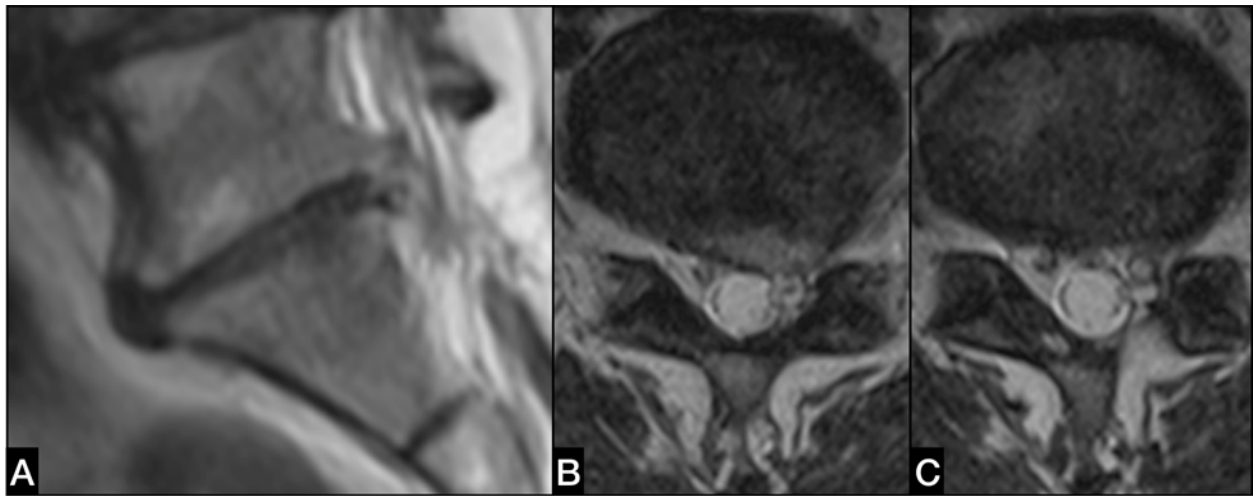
МРТ пациентки через 3 года после первичной дискэктомии в сагиттальной (А) и аксиальной проекции на уровне L₄-S₁ (В). Повторное МРТ в аксиальной проекции через 5 месяцев после повторной дискэктомии (С)
